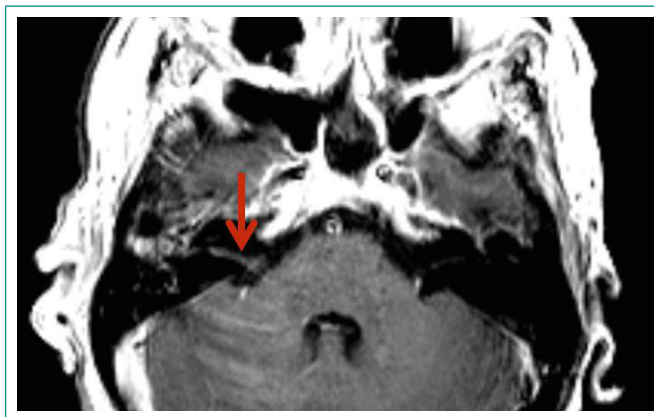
IRM de cráneo y peñascos con contraste intravenoso. Engrosamiento y realce del VIII par craneal derecho (flecha roja) que junto con los hallazgos descritos en la figura 1 son compatibles con laberintitis. No se observaron realces meníngeos sugestivos de meningitis.
